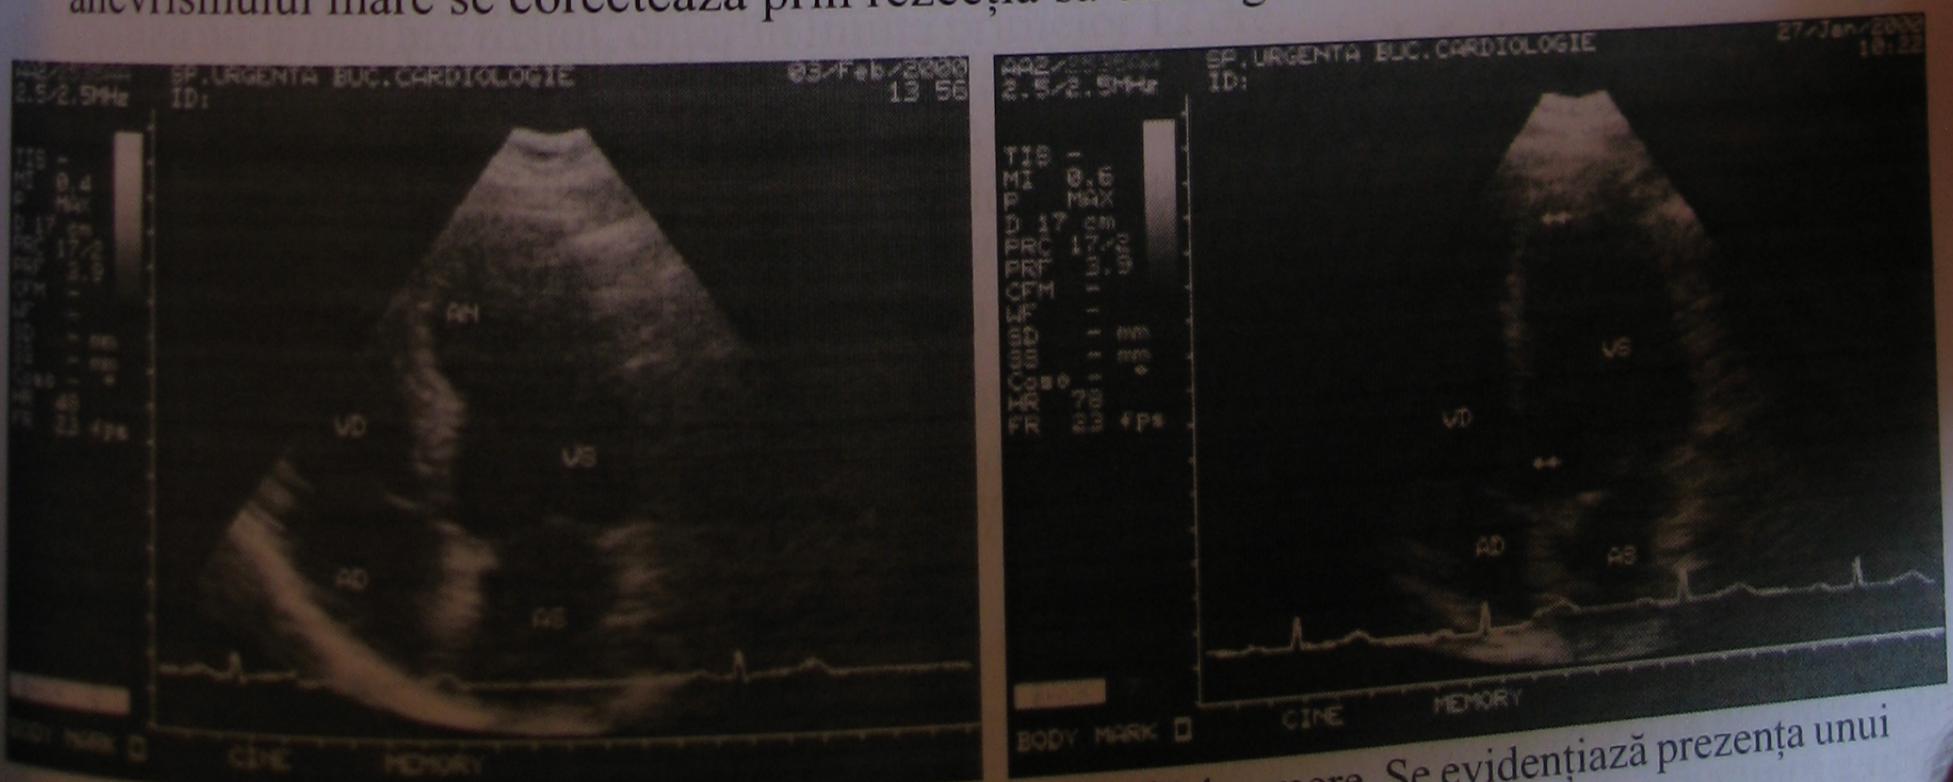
Ecocardiografie transtoracică, incidență apicală 4 camere. Se evidențiază prezența unui anevrism septoapical (A) și septobazal (B).
